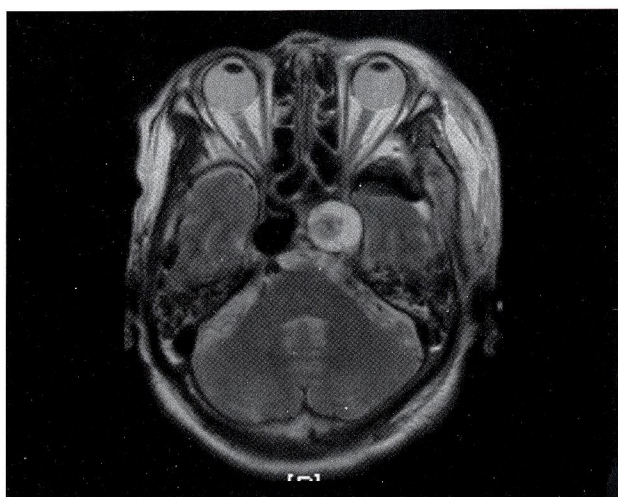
左側手術翌日のMRI (T2WI)
